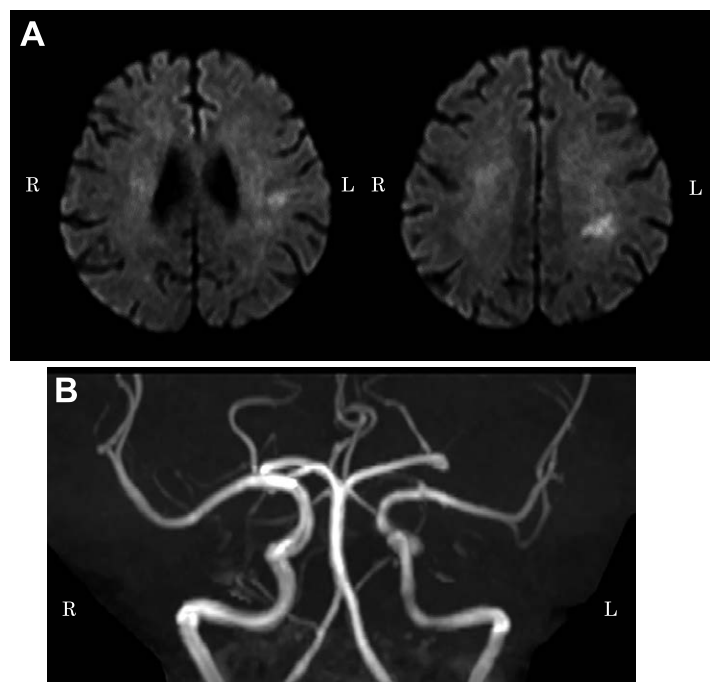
Brain MRI findings on admission on day1, Case 1.
